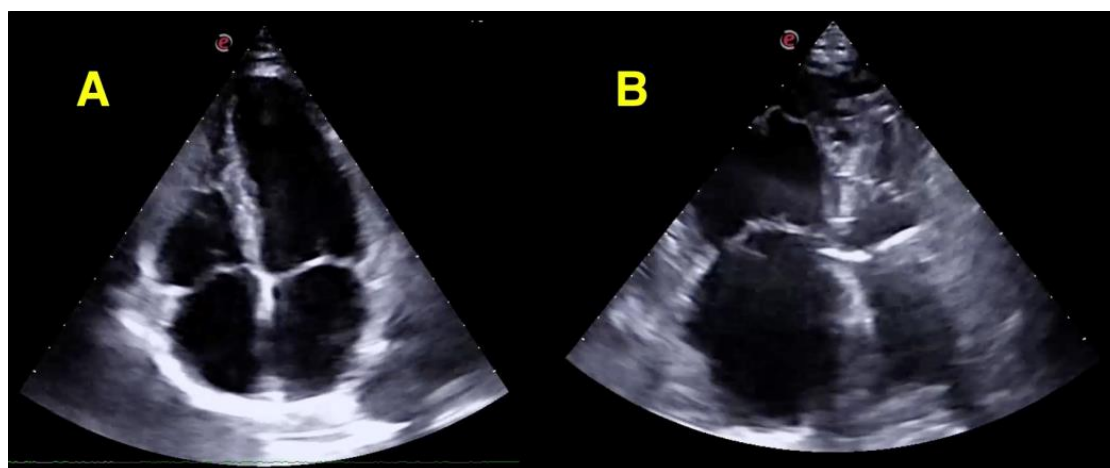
Ecocardiografía de cavidades derechas dilatadas. Plano apical cuatro cámaras
